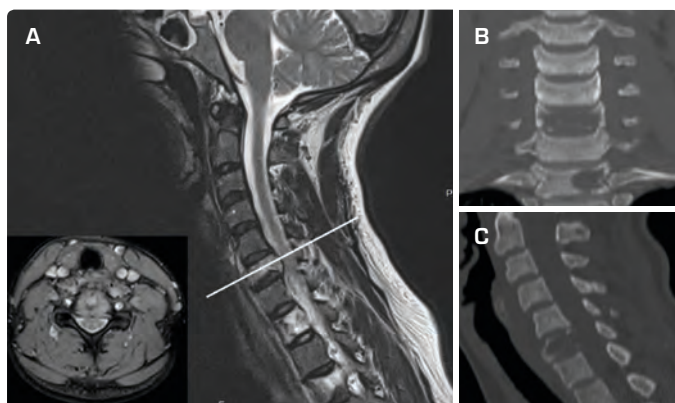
PREOPERATIVE IMAGES OF THE LCH CAUSED COMPRESSION FRACTURE OF CVI. MRI (A), CT (B,C)
